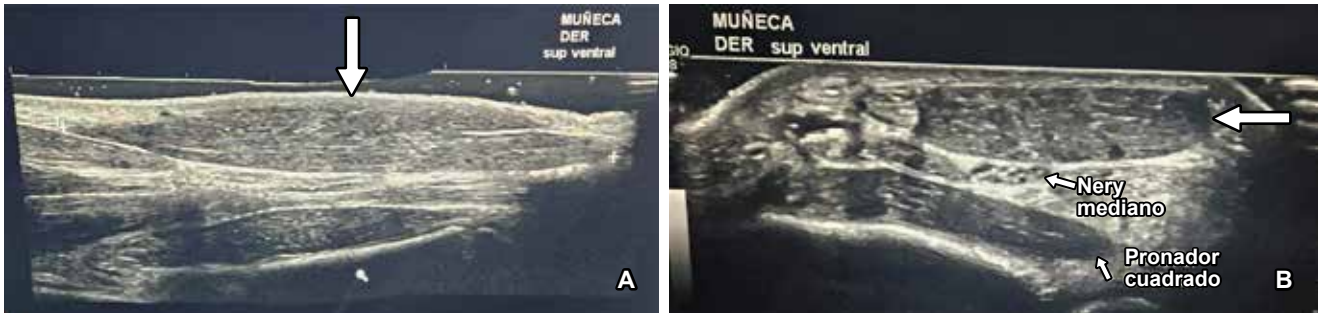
Imágenes de ultrasonido diagnóstico de cara volar del tercio inferior del antebrazo derecho, en donde se muestra vientre muscular de 6.5 cm de longitud del palmar largo invertido. A) Corte longitudinal (flecha). B) Corte transversal (flecha).
